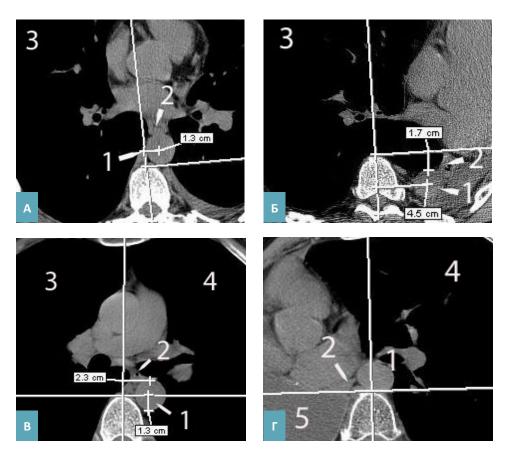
Аксиальные КТ – граммы пациентов до – (A, B) и через 12 мес. после пневмонэктомии слева (Б) и справа (Г). А, Б – пациент С. 1964 г.р., B, Г – пациент Б. 1958 г.р. 1 – нисходящий отдел грудной аорты, 2 – пищевод, 3 – правое легкое, 4 – левое легкое, 5 – постпневмонэктомическая полость.
